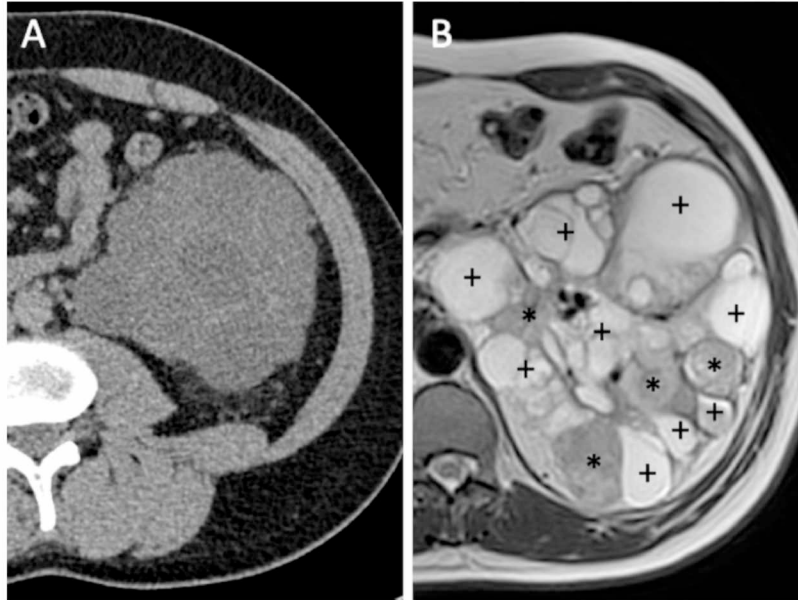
TC e RM de abdome de um homem com 34 anos portador de VHL. Cortes axiais sem contraste de TC (A) e seqüência T2 de RM (B) demonstrando rim esquerdo com múltiplas lesões. Note que somente é possível diferenciar os cistos (cruzes) de nódulos sólidos (asteriscos) através da RM.
